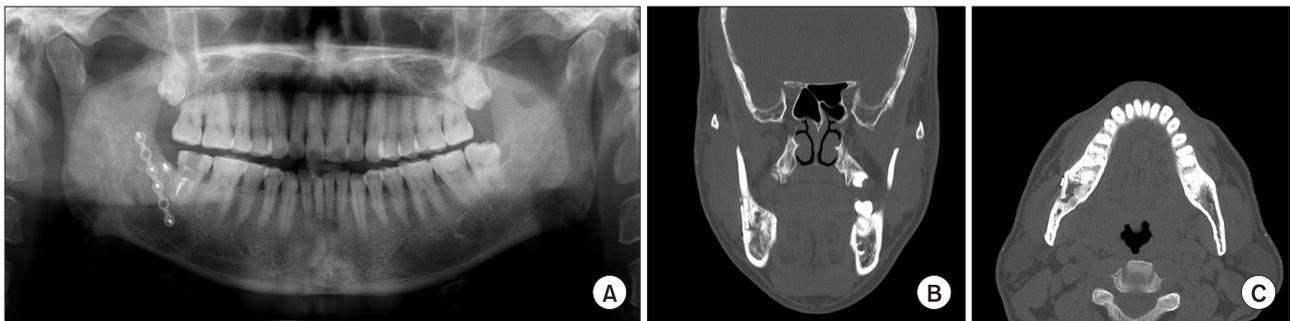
Panorama view and facial CT finding after 12 month post-operatively. (A) Panorama view showed intrabony cavity was filled with new bone. (B, C) Coronal and axial facial CT view showed a newly bone formation except mild resorption of the thin cortical area.
